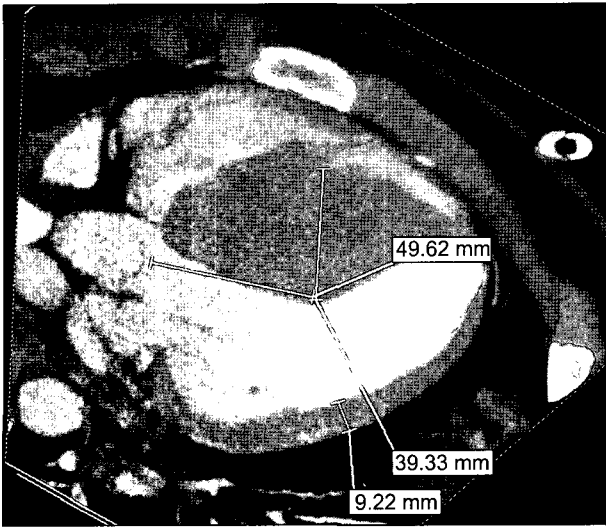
Preoperative CT finding shows hypertrophied midventricular septum. CT=Computed tomography.
